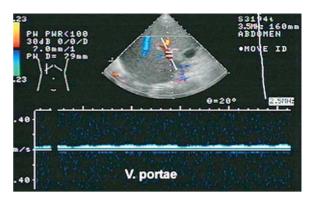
17-jähriger Junge mit VOD nach KMT bei β -Thalassämie. In der Duplex-Sonographie pathologisch erniedrigtes Flusssignal in der Pfortader
